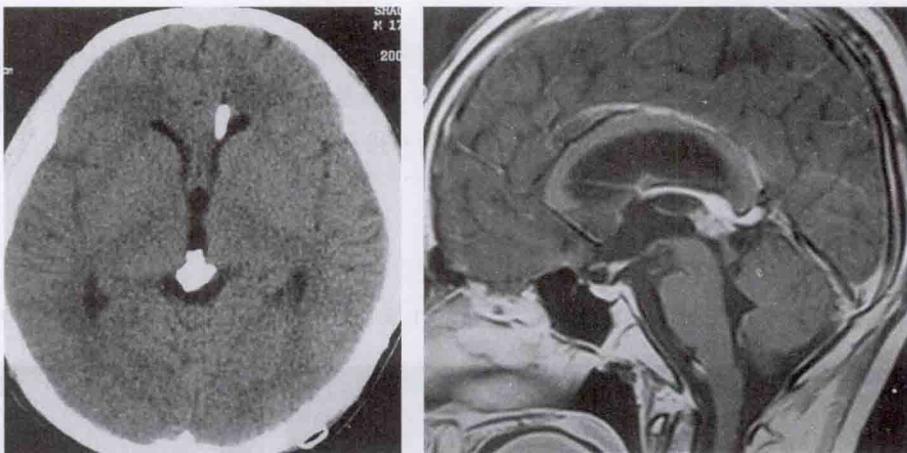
松果体生殖细胞瘤放疗 10Gy 复查 CT(左)及 MRI(右, T2WI 增强矢状位)表现
